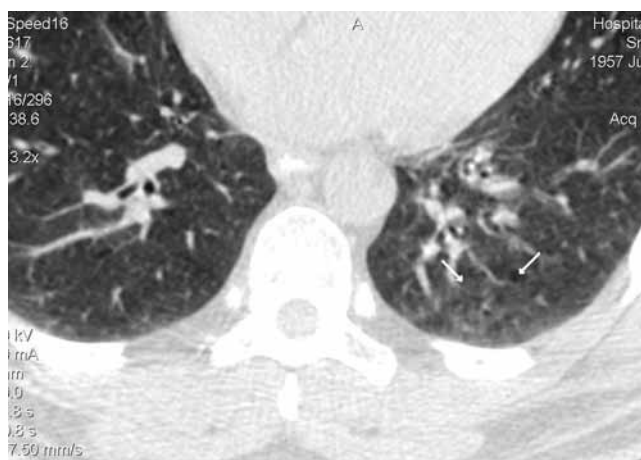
МСКТ легких высокого разрешения больного С. 48 лет с диагнозом СД I типа, тяжелой степени; длительность заболевания — 24 года. Стрелка указывает на симптом "матового стекла"
